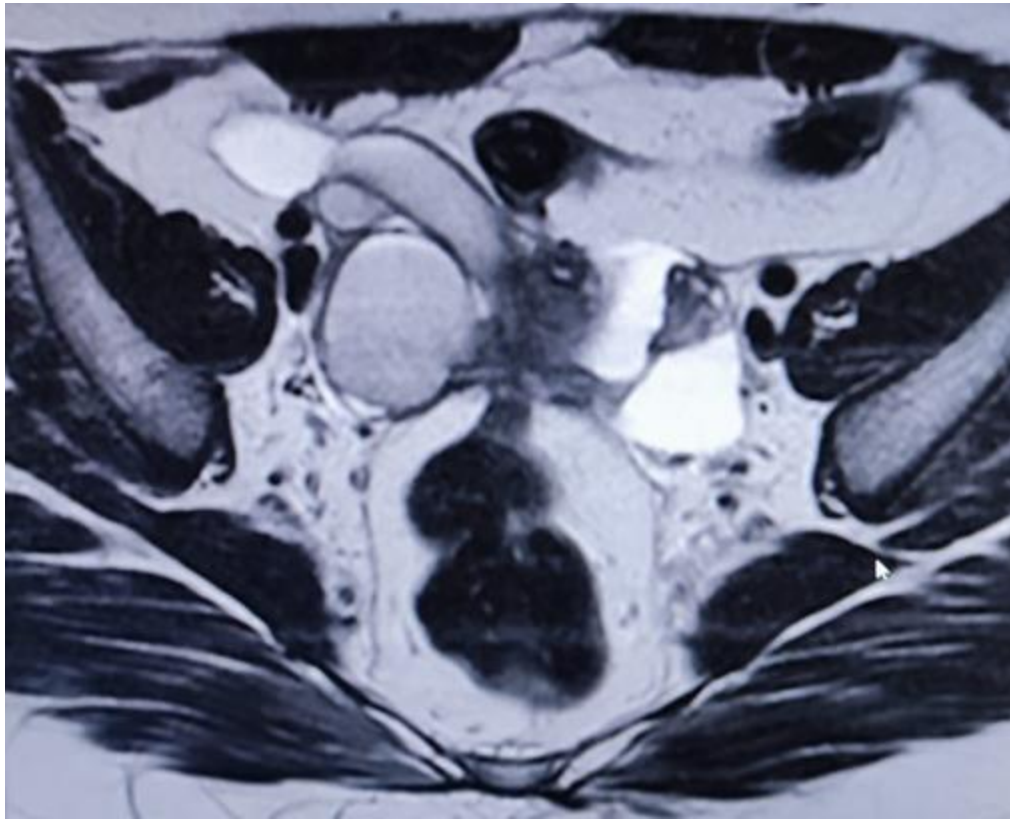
aspect d'IRM pelvienne évoquant une masse ovarienne droite de 62 mm hémorragique (endométriome ?) (Hôpital militaire Moulay Ismail)
